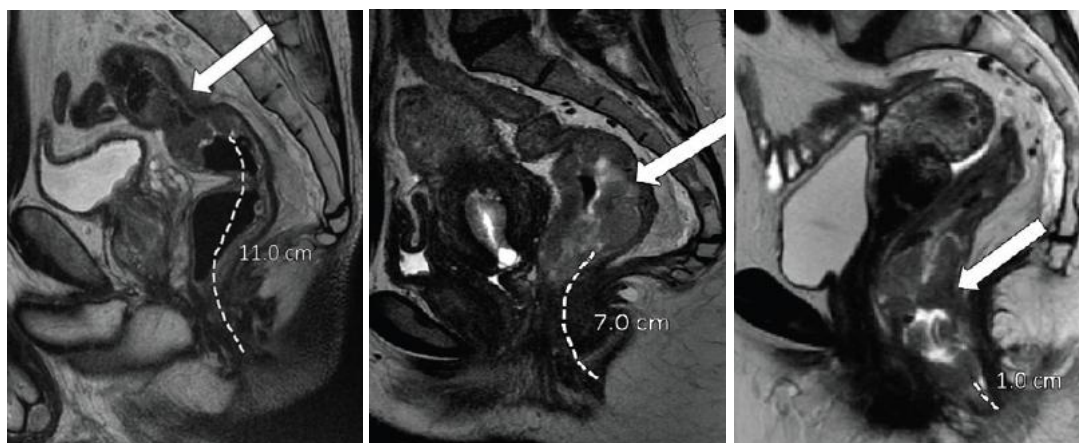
Sede del tumore del retto: le scansioni RMN sagittali consentono la localizzazione precisa: alta (10-15 cm); media (5-10 cm) o bassa (0-5 cm).
